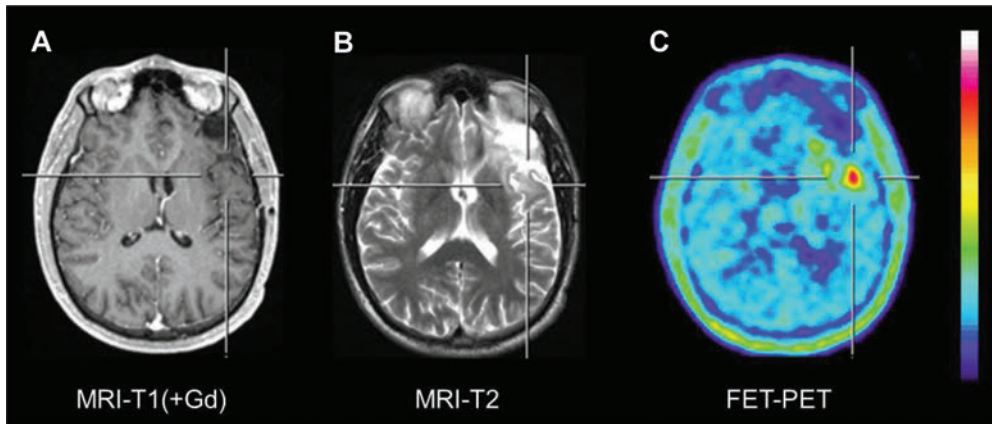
Anaplastisches Oligoastrozytom WHO-Grad III, Zustand nach Operation und Chemotherapie mit 10 Zyklen Temodal. In der FET-PET (C) zeigt sich ein fokales Tumorrezidiv im linken Temporalpol, welches in der T1-gewichteten MRT nach Kontrastmittelgabe (A) und im T2-gewichteten MRT (B) nicht abgrenzbar ist.
